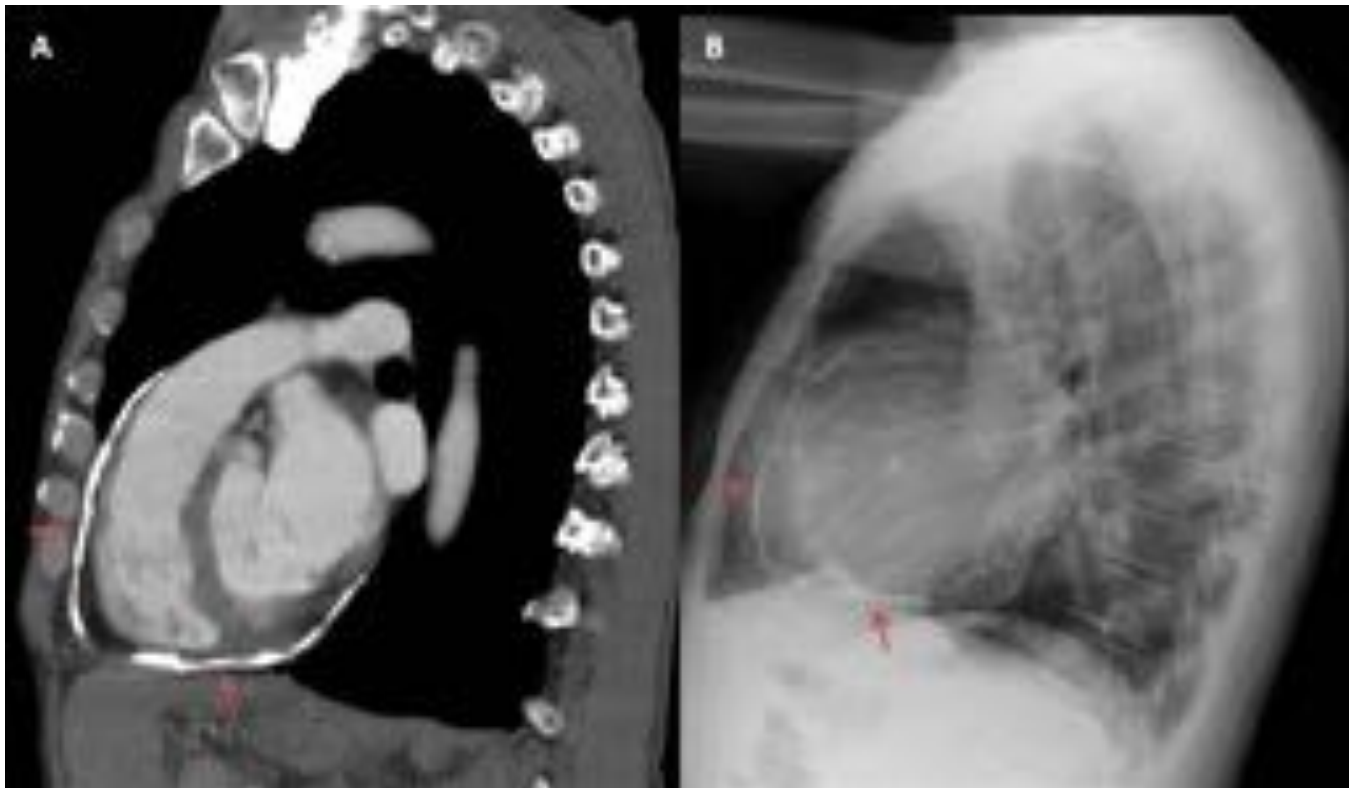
PERICARDITIS CONSTRICTIVA - TC torácica con contraste endovenoso (A) y Rx lateral de tórax (B). Calcificación lineal del pericardio (flechas rojas).
